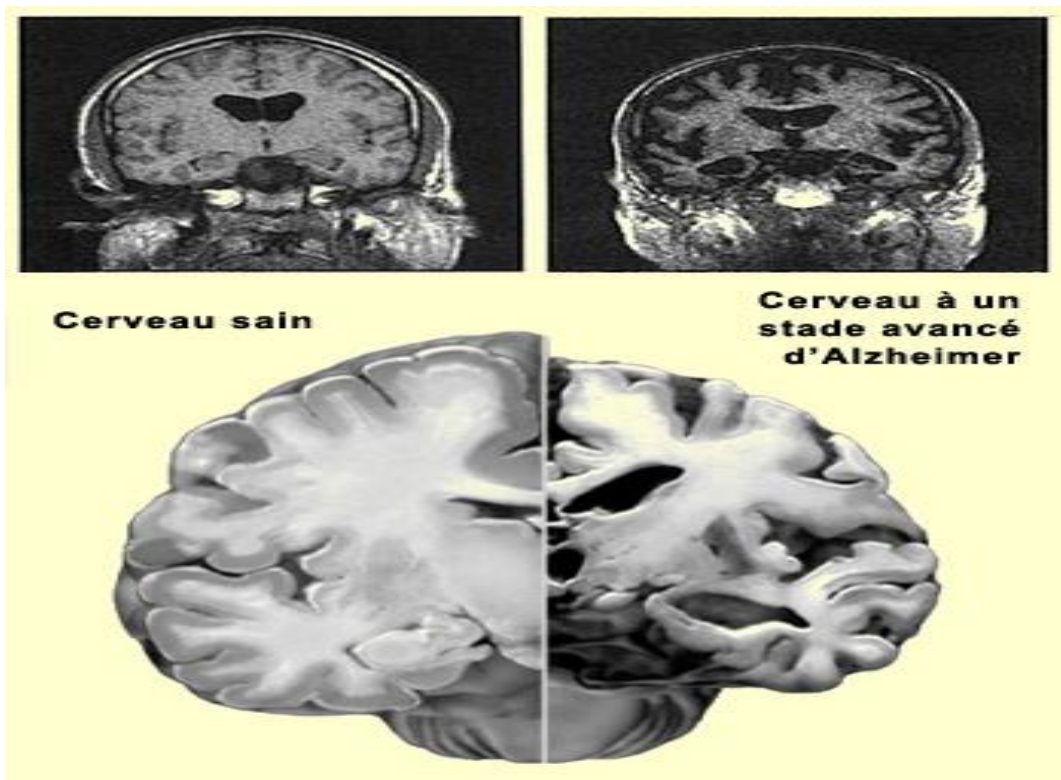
(anonyme21) :IRM cérébral montrant une atrophie corticale de l'Alzheimer
